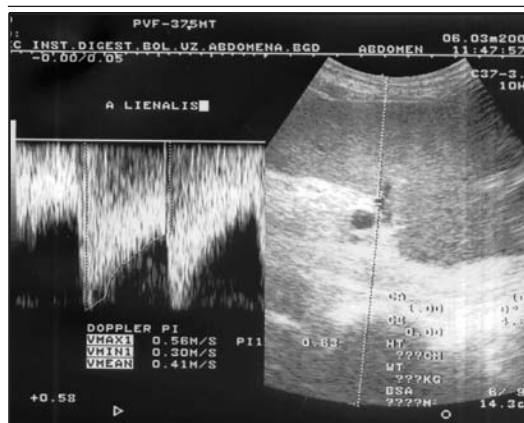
Doppler pulsatile index (PI) of splenic artery in patient with liver cirrhosis
